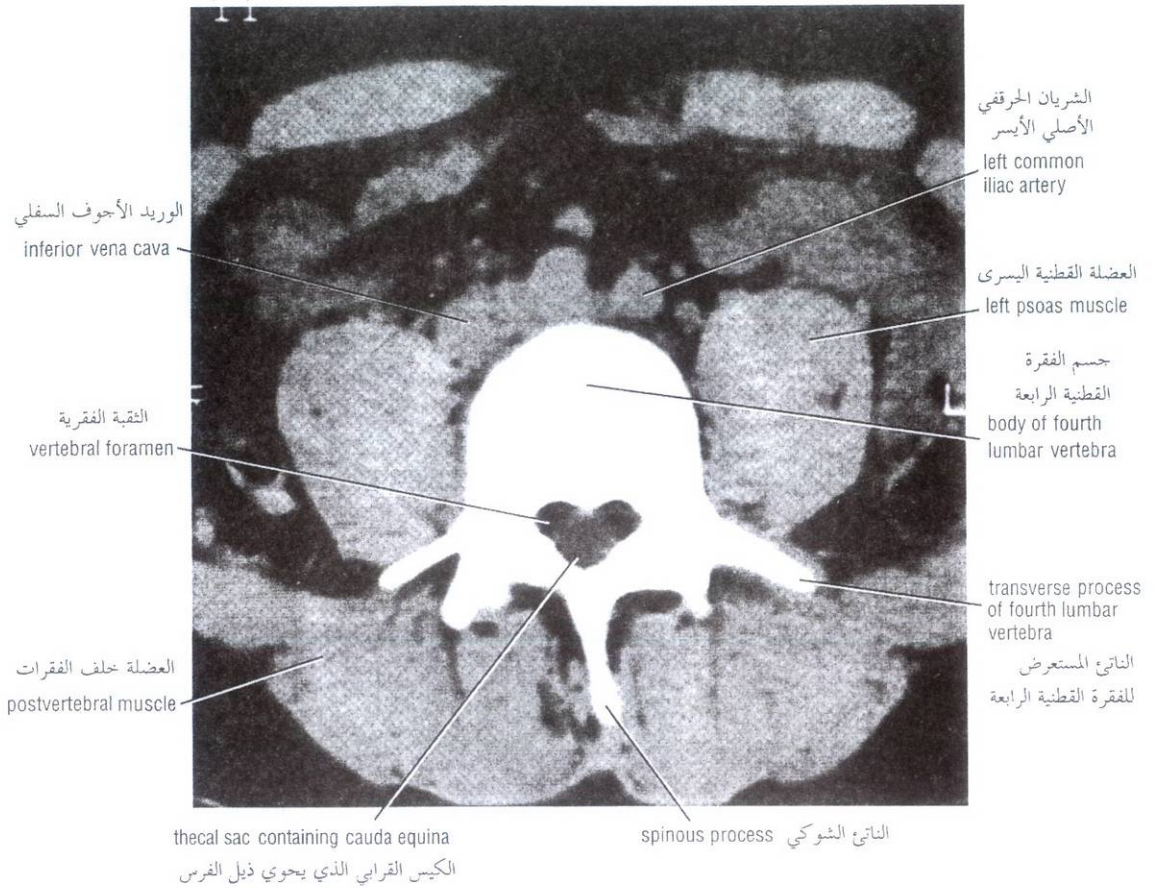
CT scan of the fourth lumbar vertebra.
